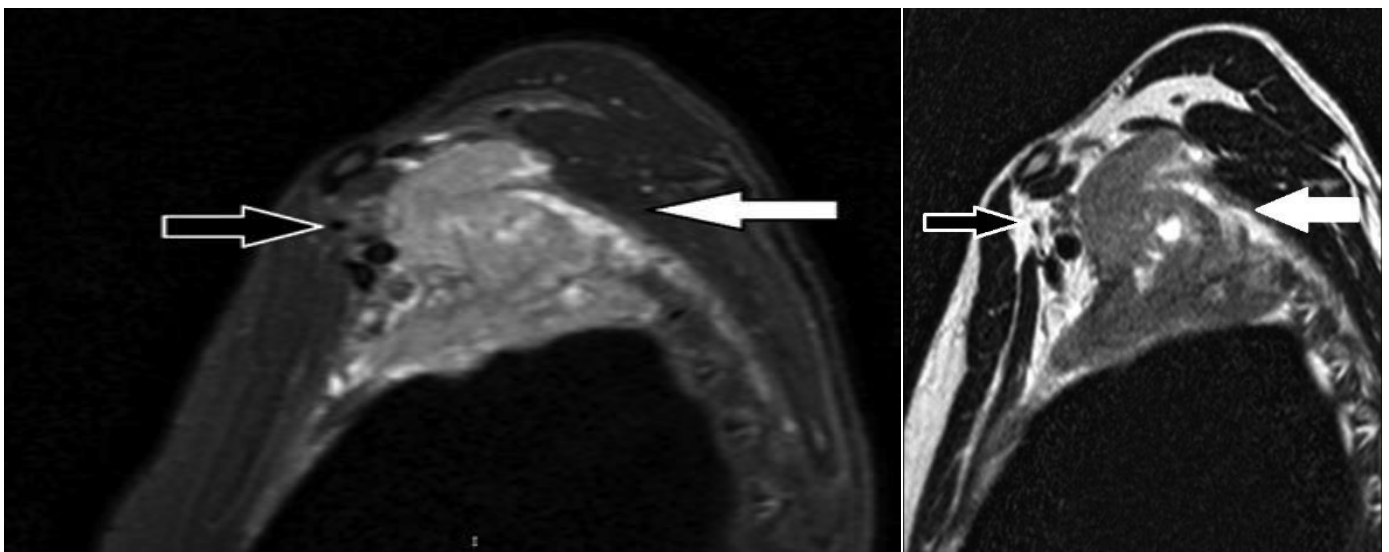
На МР-томограмах у режимі STIR та T2 у сагітальній проекції визначається метастатичне ураження ребер (первинна пухлина – аденокарцинома молочної залози)
